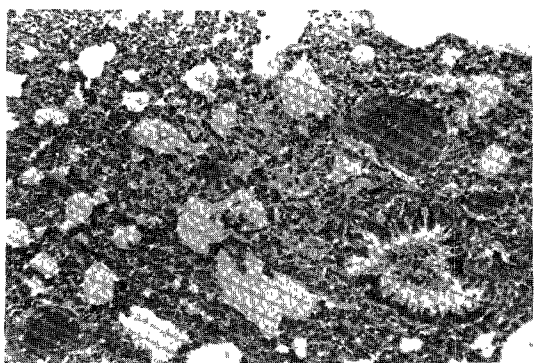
X-ray 10 Gy(H-E, ×40) : Patchy infiltration of macrophages in alveolar spaces and congestion of septal blood vessels.
